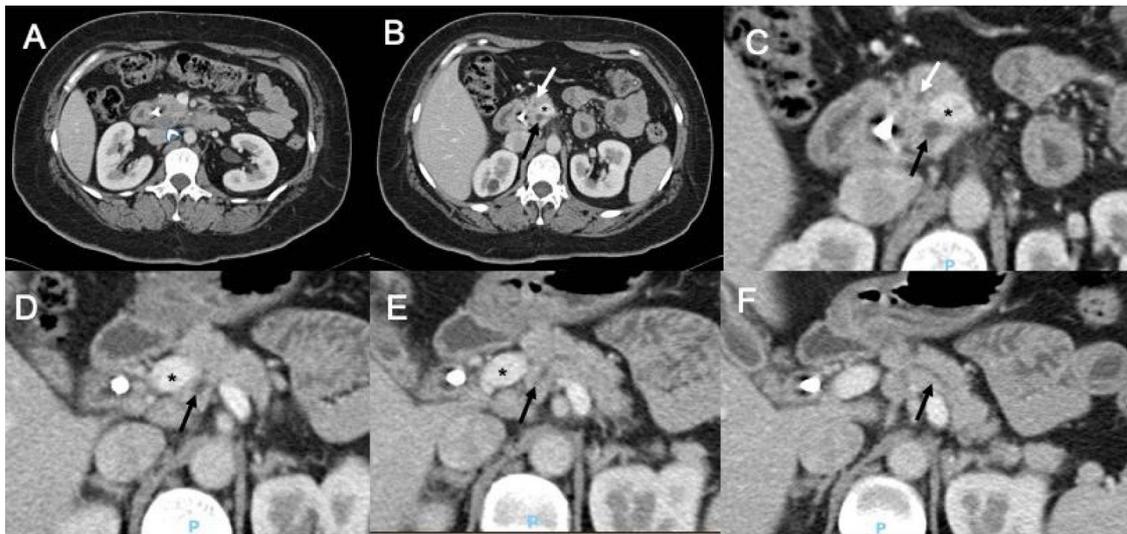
Tomografía computarizada abdominal que muestra: A) una lesión hipodensa en la cabeza del páncreas (punta de flecha) y B-F) páncreas *divisum* con conducto retroportal principal (flecha negra) y un conducto pancreático accesorio anteportal (flecha blanca). Vena porta (*).
